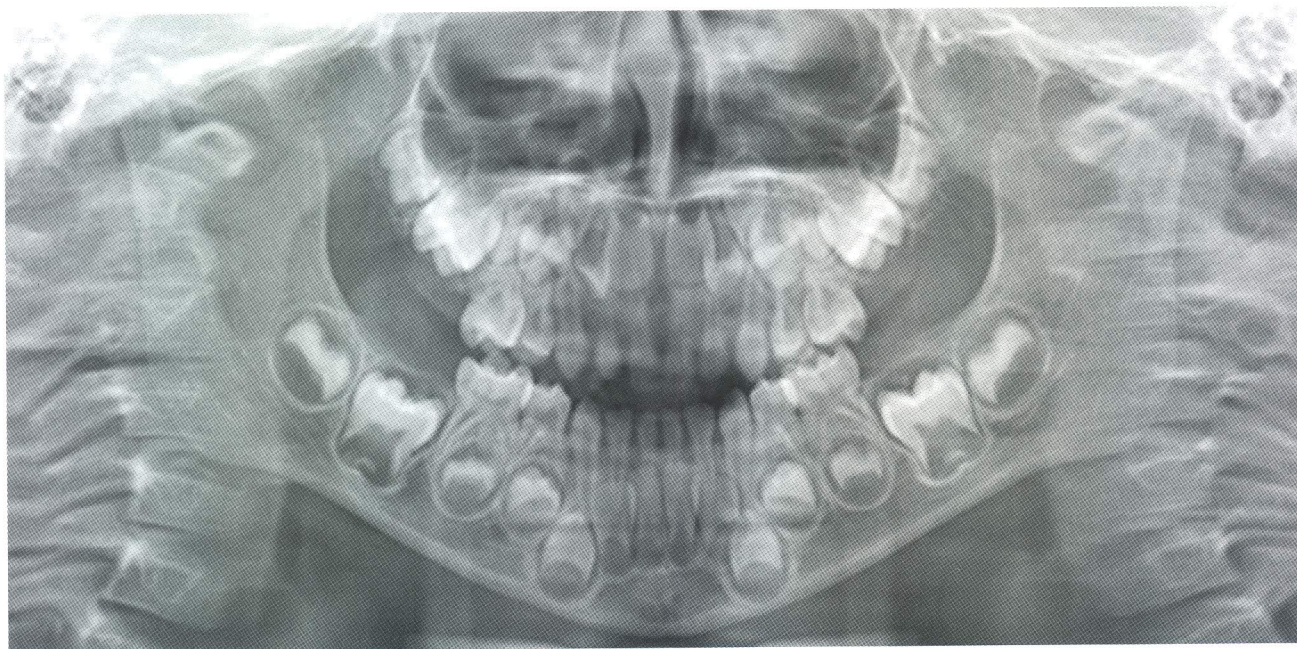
Radiografía Panorámica Pre-tratamiento.
